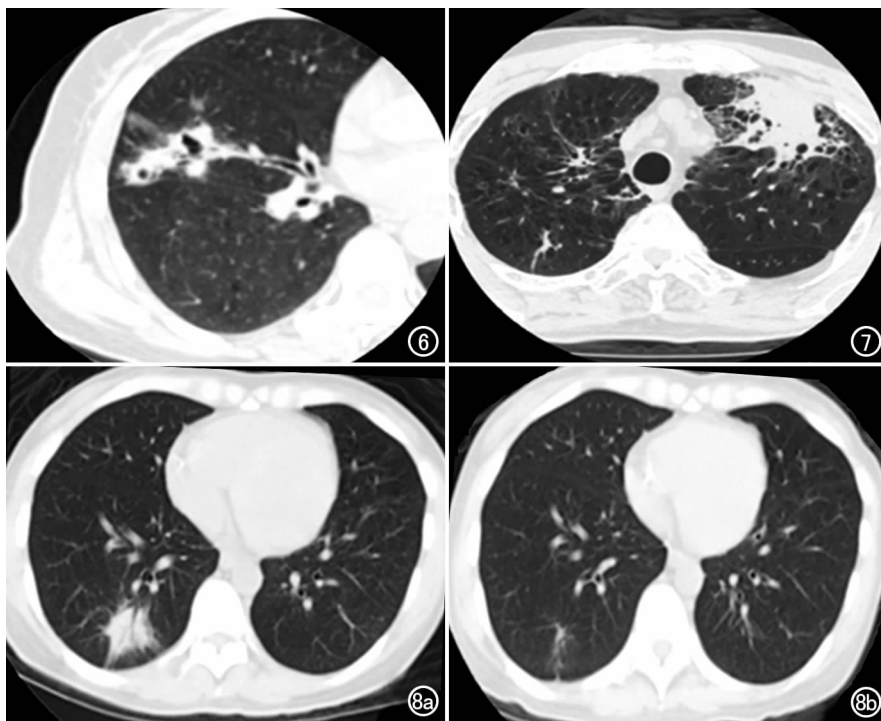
NTM 患者, CT 示右上肺斑片状及小结节状阴影, 伴明显支气管扩张。
